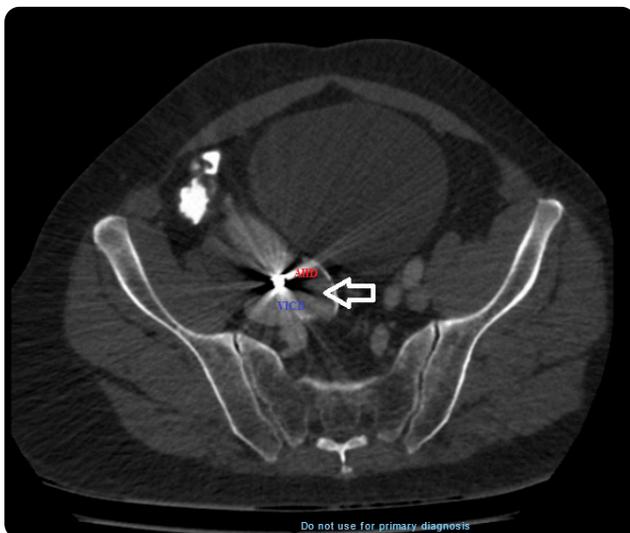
Angiotomografía de abdomen, corte axial y aumento en la amplitud de ventana. Se observa artefacto por endurecimiento de rayo provocado por el perdigón. Se identifica la comunicación anómala (flecha) entre la arteria iliaca interna derecha (AIID) y la vena iliaca común derecha (VICD).
